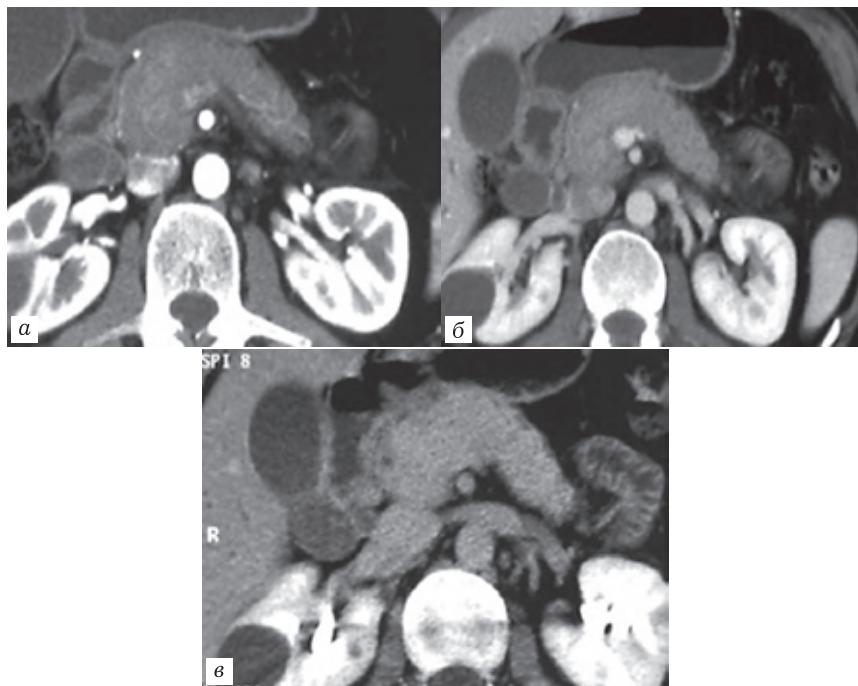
Компьютерные томограммы. Мультипланарные реконструкции в аксиальной проекции в артериальную (а), панкреатическую (б), портовенозную (в) фазы. Максимальное накопление контрастного препарата фиброзиоизмененной паренхимы поджелудочной железы отмечается в портальной фазу
